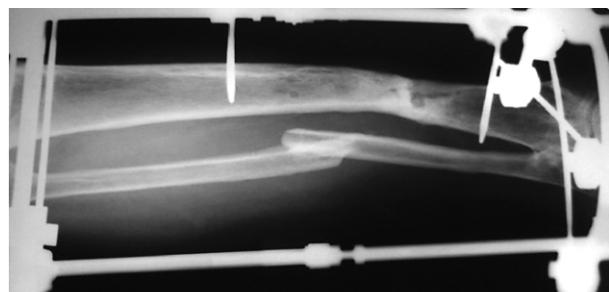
术后12个月X线片示骨髓炎治愈无复发、胫骨骨不连骨性愈合
